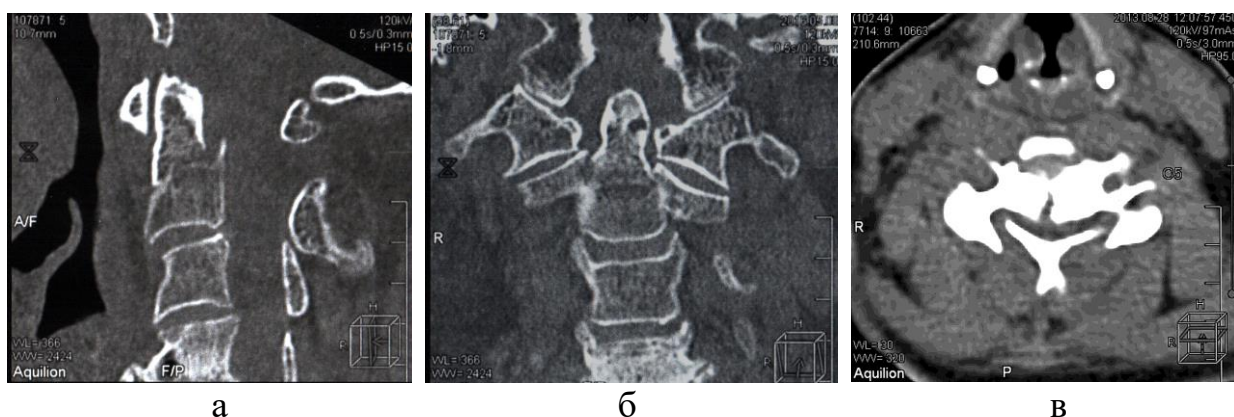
СКТ шейного отдела позвоночника в сагиттальной (а), фронтальной (б) и аксиальной (в) плоскостях: оскольчатый перелом тела С2-позвонка со смещением зубовидного отростка (а, б); компрессионно-оскольчатый перелом тела и дужек С5-позвонка со смещением отломков (в)
